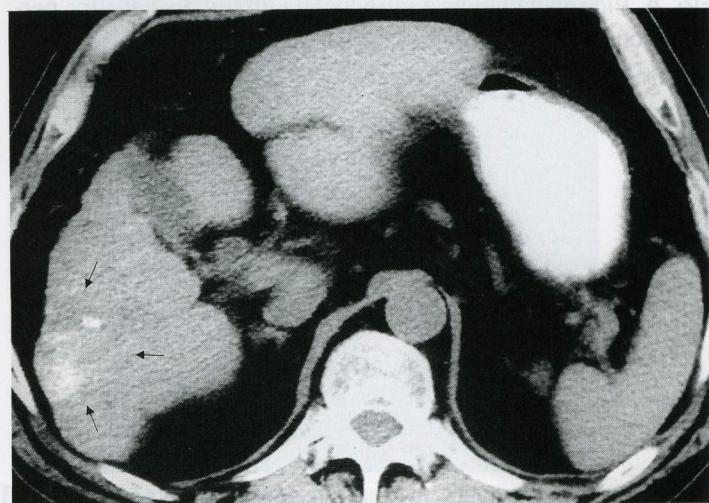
Lipiodol CT three weeks after TACE shows inhomogeneous accumulation of Lipiodol (arrows) in the liver.
